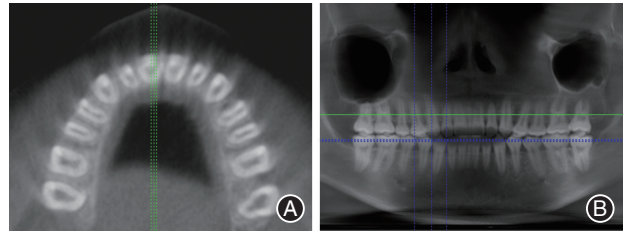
重度牙根外吸收(ERR)典型病例正畸矫治术后锥形束CT(CBCT)影像 A:横截面;B:全颌曲面断层片。28排列整齐,与37咬合良好,上下磨牙功能尖嵌合紧密,同对侧磨牙一致。
